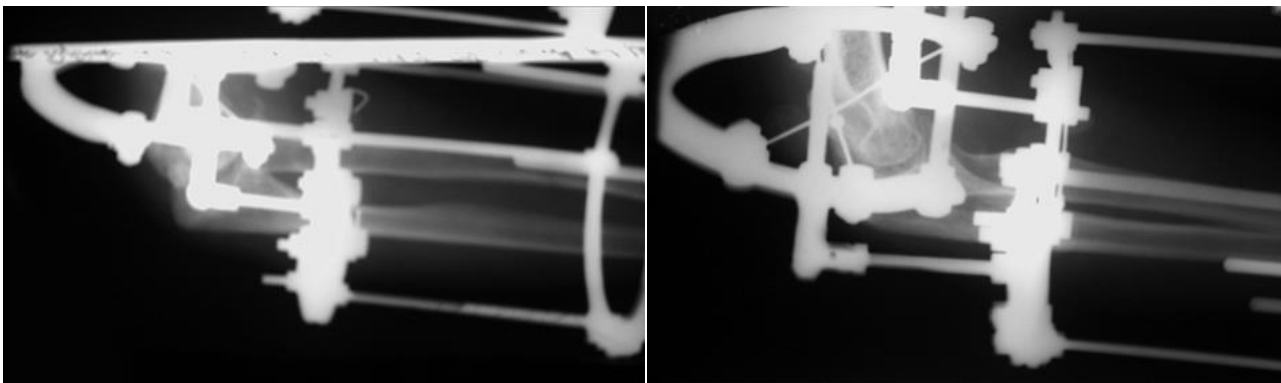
Рентгенограми ЛС хворого З. після оперативного втручання з наявністю апарата Єлізарова
